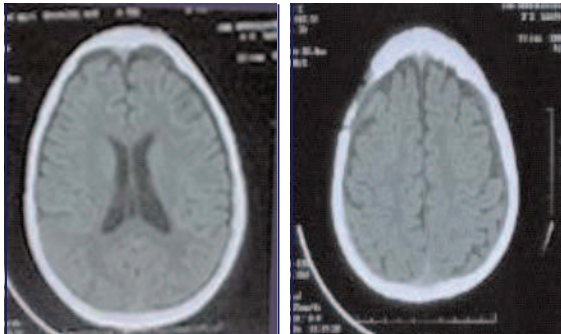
TDM cranio-cérébrale de contrôle
